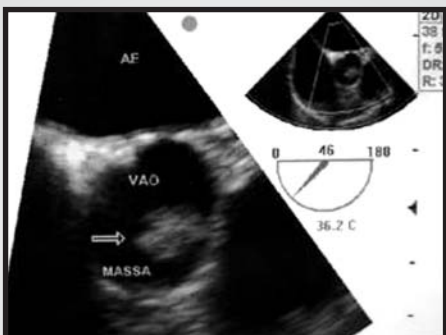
Ecocardiograma transesofágico demonstrando a massa tumoral pediculada aderida à valva aórtica.
